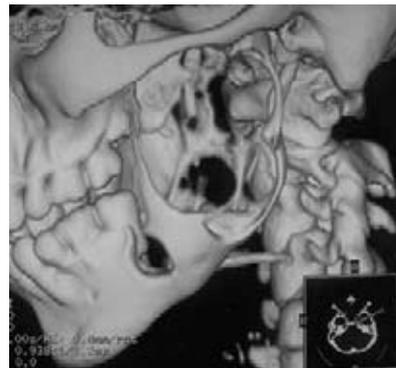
Reconstrucción tridimensional de tomografía computada donde se observa la zona osteolítica del tumor.
